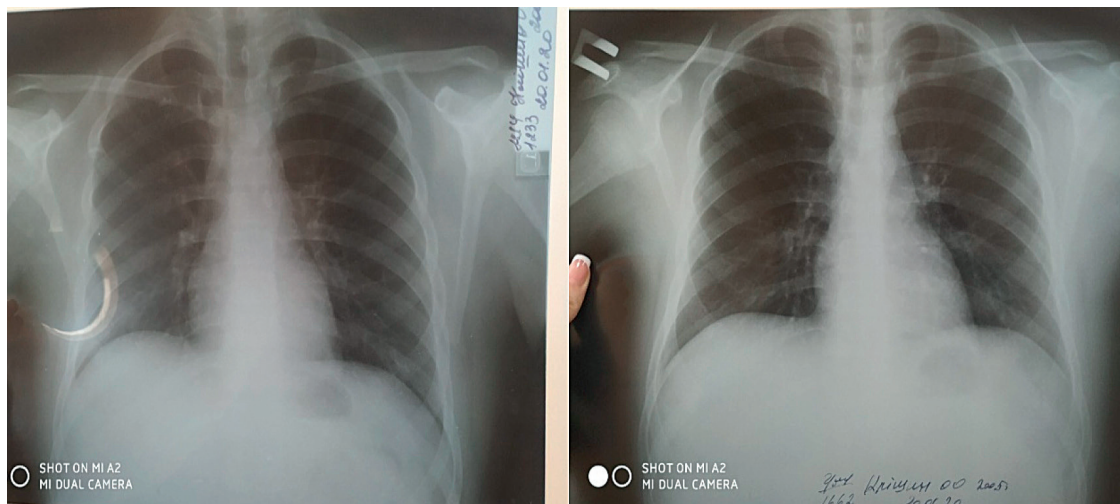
Chest X-ray after treatment.
